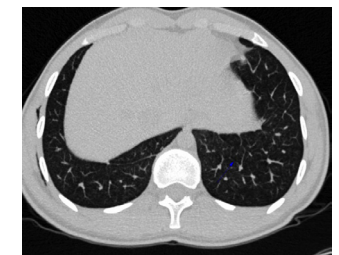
CT of thorax demonstrating septal hypertrophies.
